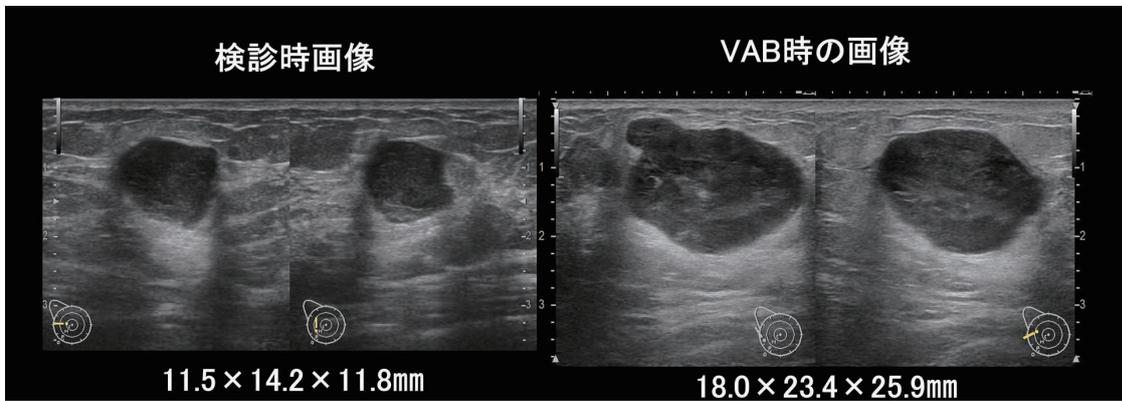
検診時と検診から2ヵ月後VAB施行時の超音波画像
